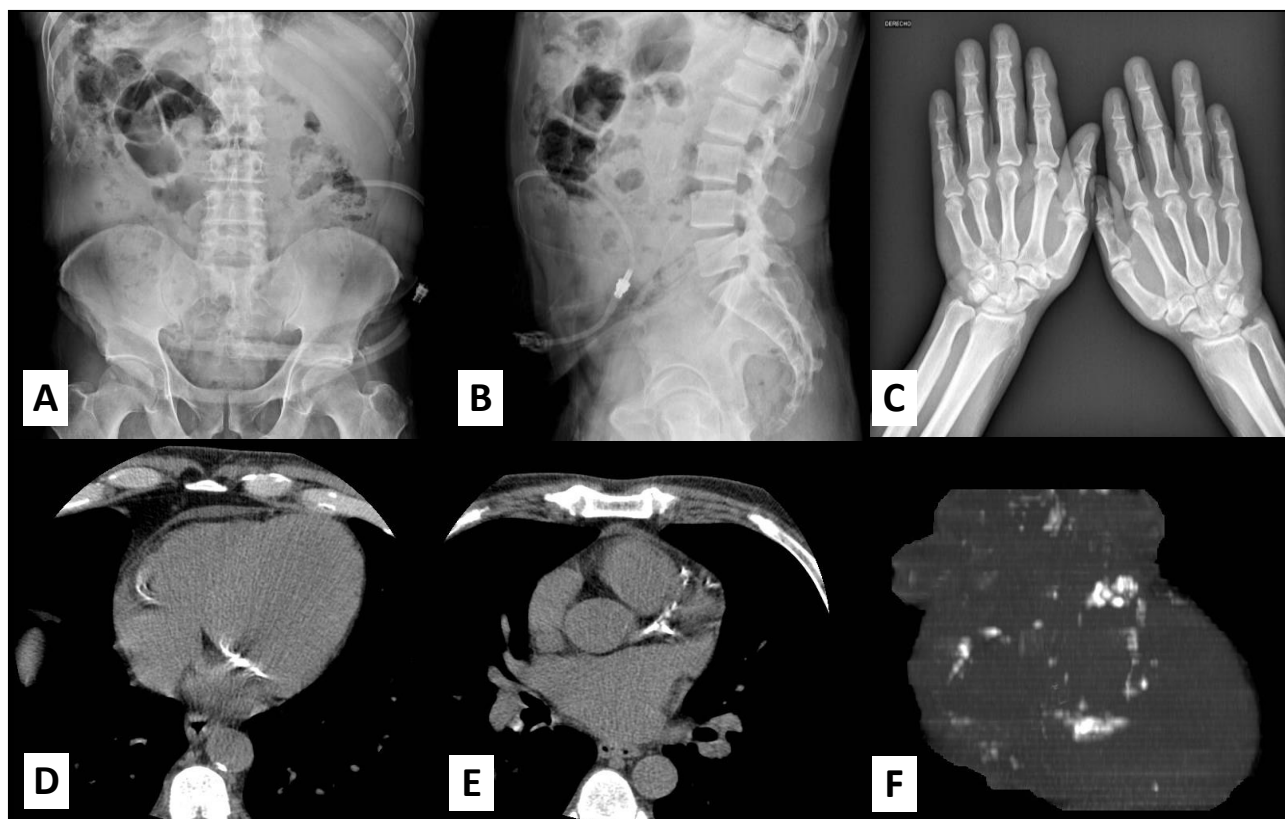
Paciente masculino de 57 años con insuficiencia renal crónica hace 26 años, KDOQI 4, producto Ca-P de 73.8, índice de Agatston de 4. A. Radiografía de pelvis anteroposterior donde observamos calcificaciones en trayectos vasculares de arterias hipogástricas a nivel bilateral. B. Radiografía lateral de abdomen a la altura de L3-L4 podemos identificar calcificación de las paredes de la aorta. C. En la proyección dorso palmar vemos calcificación de las paredes de las arterias cubitales, principalmente. D y E. corte axial de tomografía de corazón donde se observa calcificaciones de las arterias coronarias derechas e izquierdas. F. Reconstrucción MPI en tercera dimensión donde se observan las diferentes calcificaciones del árbol coronario.
